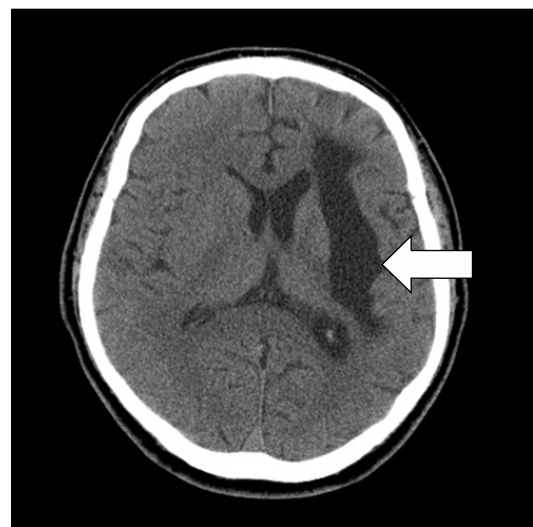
Brain CT (white arrow) showing old hemorrhage encephalomalacia in left basal ganglia & corona radiata.
